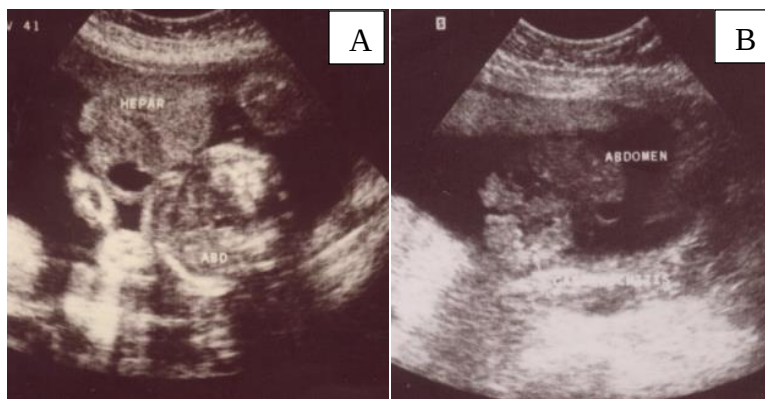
USG a sarcinii: aspectul ecografic al omfalocelului (A) și gastroschizisului (B) la a 18-19 săptămână de gestație
